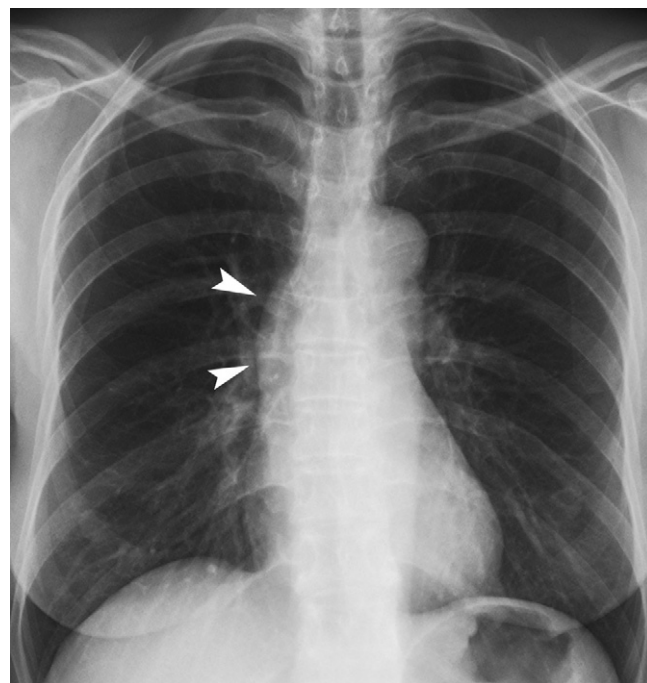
Aorte ascendante visible sur la radiographie thoracique de face.
